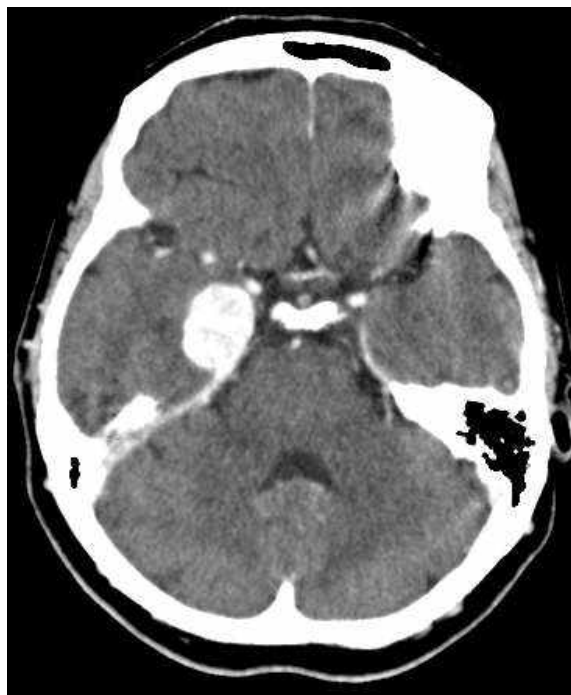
Спостереження № 31. МСКТ з внутрішньовенним контрастуванням.
